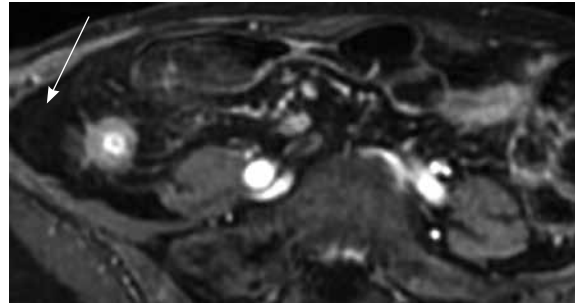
Магнитно-резонансная томограмма, постконтрастное T1-взвешенное изображение, артериальная фаза: болезнь Крона, слоистый вид стенки подвздошной кишки, гиперваскуляризация брыжеечного края кишки (стрелка)
